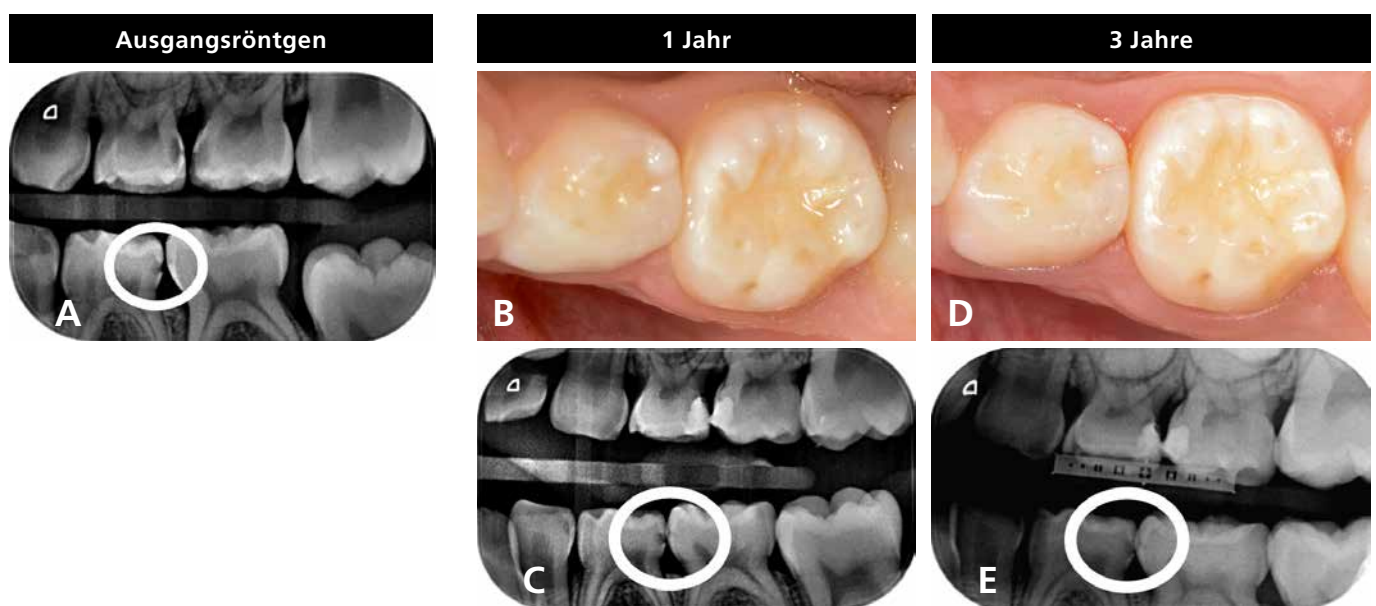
a–e: Der 7-jährige Junge wies an den linken Oberkiefermilchmolaren zwei kavitierte kariöse Läsionen auf, die mit Kompositfüllungen versorgt wurden (c, e). An 74 distal und 75 mesial waren klinisch unkavitierte kariöse Läsionen (Überprüfung mittels Sondierung), die röntgenologisch bis in das erste Dentindrittel extendiert waren, zu erkennen (a). Auf den röntgenologischen Kontrollbildern nach einem (c) sowie drei Jahren (e) sieht man keinen Voranschritt der Läsionen im Unterkiefer, auch wenn die veränderte Röntgenprojektion der Zähne die Interpretation erschwerte und man den Eindruck insbesondere nach einem Jahr Beobachtung bekommt (c), dass die Läsion an 74 distal vorangeschritten sein könnte, was sich allerdings nach drei Jahren (e) nicht bestätigte. Die klinischen Bilder bestätigten die Stabilität der kariösen Läsionen im Unterkiefer über drei Jahre (b, d).
